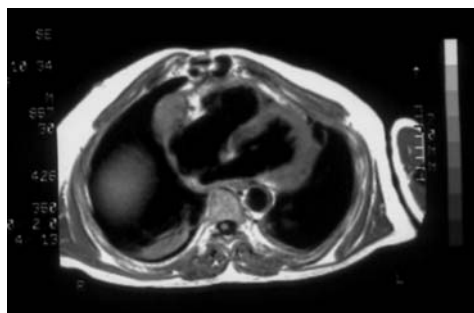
Épanchement péricardique cloisonné en regard de l'oreillette droite dans les suites opératoires d'une chirurgie cardiaque en IRM (coupe transversale quatre cavités, écho de spin, pondérées en T1).
